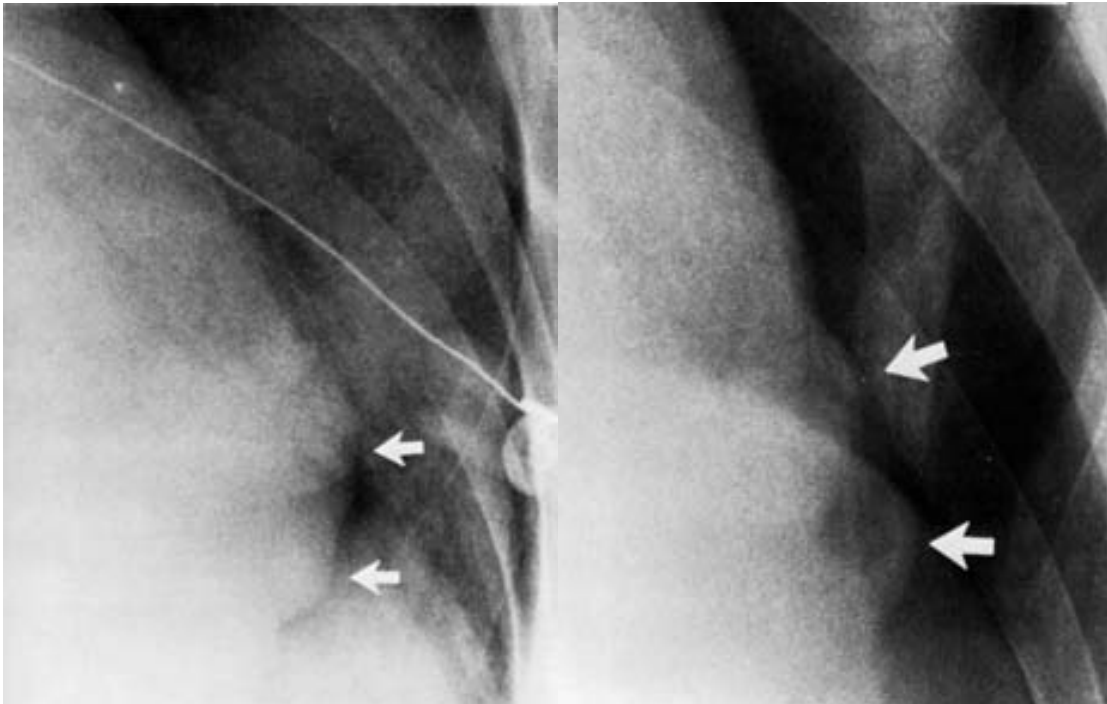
26. Dos pacientes diferentes con neumotórax. Radiografías de tórax en decúbito supino, se observa el apéndice graso pericardico claramente delimitado por aire (flechas).
